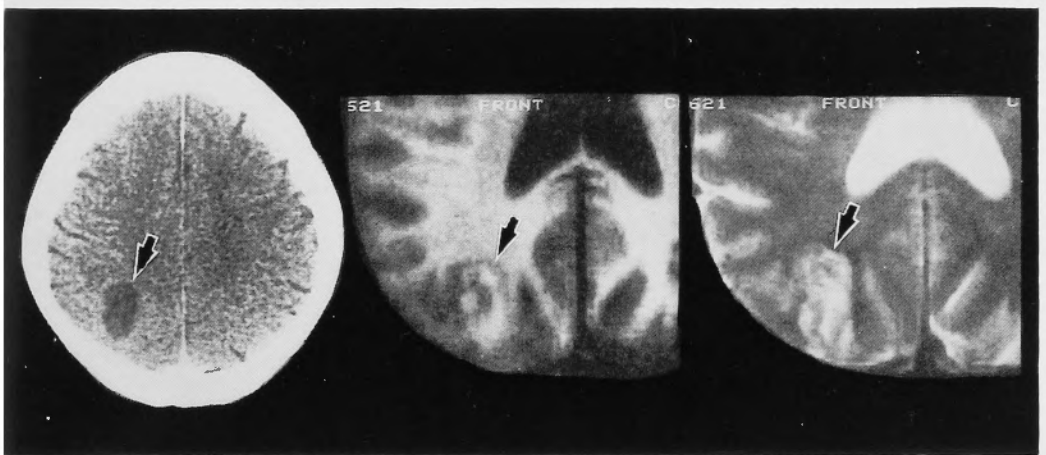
Plain CT scan (Left) shows homogenous low density area, which on MRI is revealed as a heterogeneous intensity lesion (Center: SE500/17, Right: SE2000/90).
